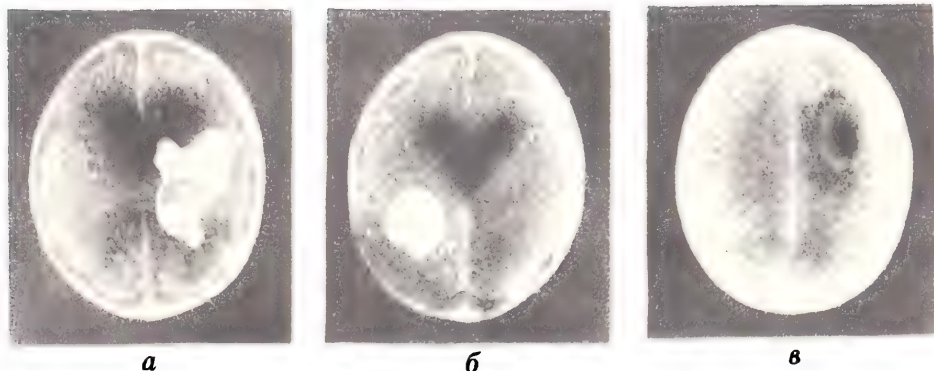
Аксиальная томограмма при гематоме (а), внутрижелудочковой менингеоме (б); метастазе опухоли (в).
